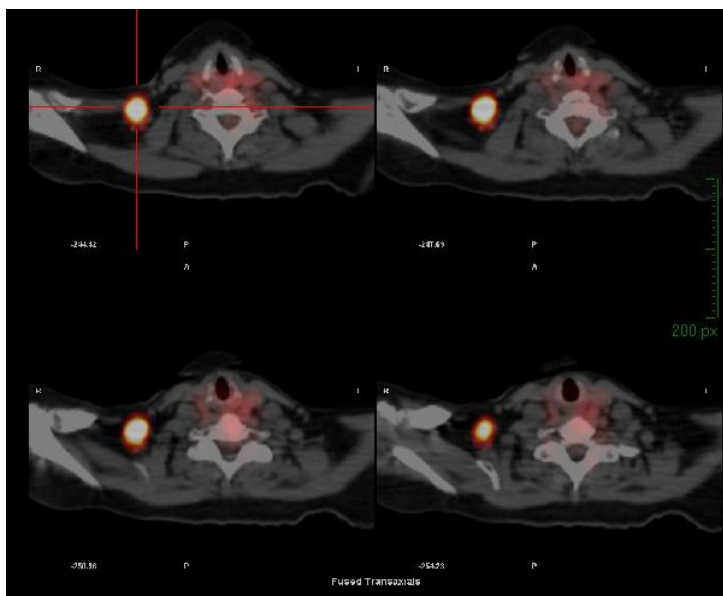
Adenopatía hipermetabólica supraclavicular en PET-TC.
